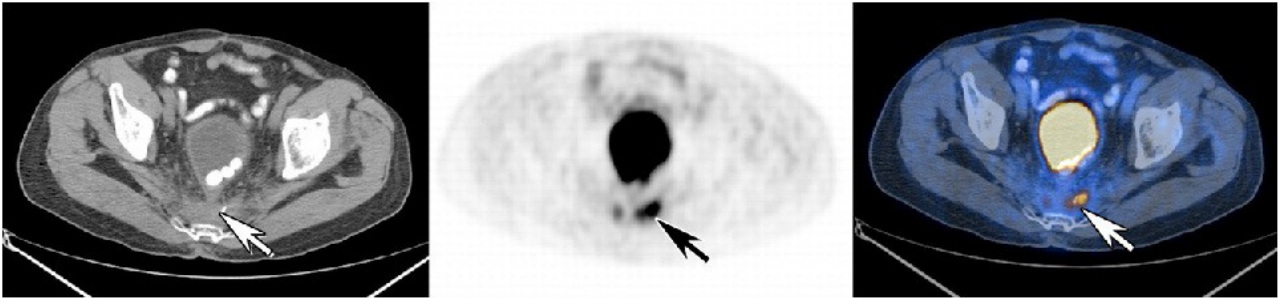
12 y 2.13: Corte axial de TAC, PET y reconstrucción PET-TAC donde se evidencia captación de trazador a nivel de la pared rectal y un depósito tumoral extramural.
